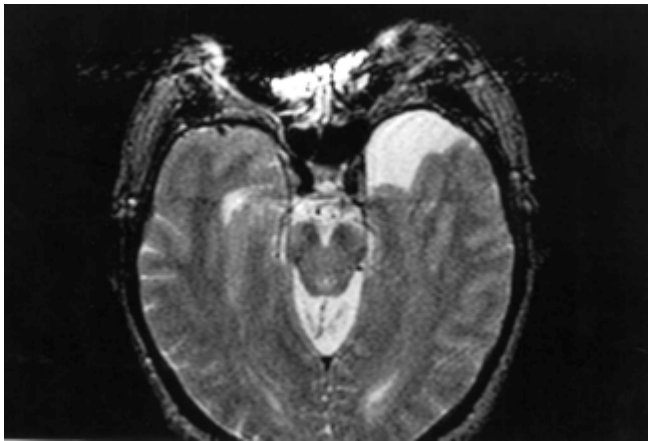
Femenina de 14 años, IRM axial T2 con imagen hiperintensa, localizada en espacio aracnoideo, con efecto de masa y desplazamiento del lóbulo temporal izquierdo. Quiste aracnoideo.
